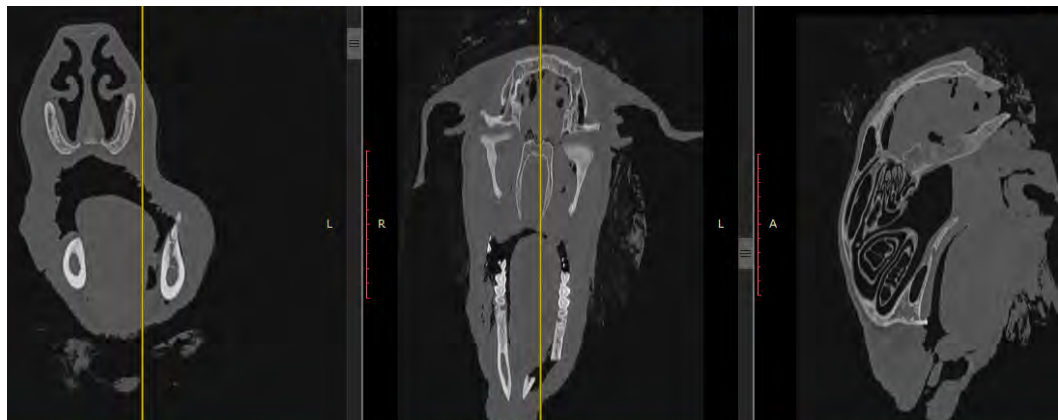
МСКТ (нативные срезы): визуализация фрагментов челюстных костей после формирования субтотального дефекта нижней челюсти
